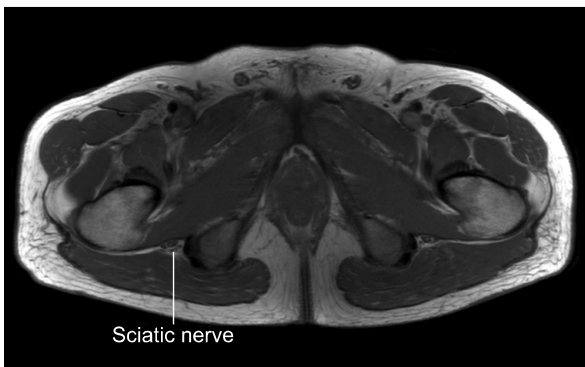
The pelvic MRI (T1W) image shows more prominent right sciatic nerve with mild enhancement, which indicates possible perineuritis or neuritis.
